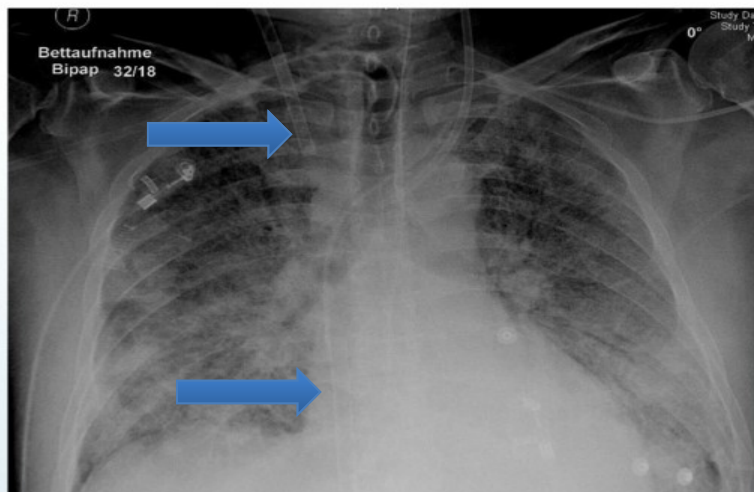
ECMO-Kanülenlage bei einer vv-ECMO nach jugulär-femoraler Punktion im Röntgen-Thoraxbild, Quelle: Internistische Intensivstation, Universitätsklinikum Münster
